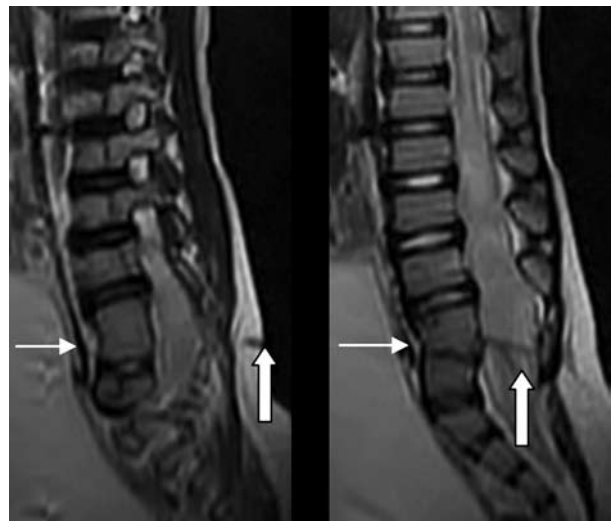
МРТ. Дермальный синус (жирная стрелка), достигающий задней поверхности L_{IV} позвонка и объемное образование. Блокирование L_{IV} и L_V позвонков (тонкая стрелка).
